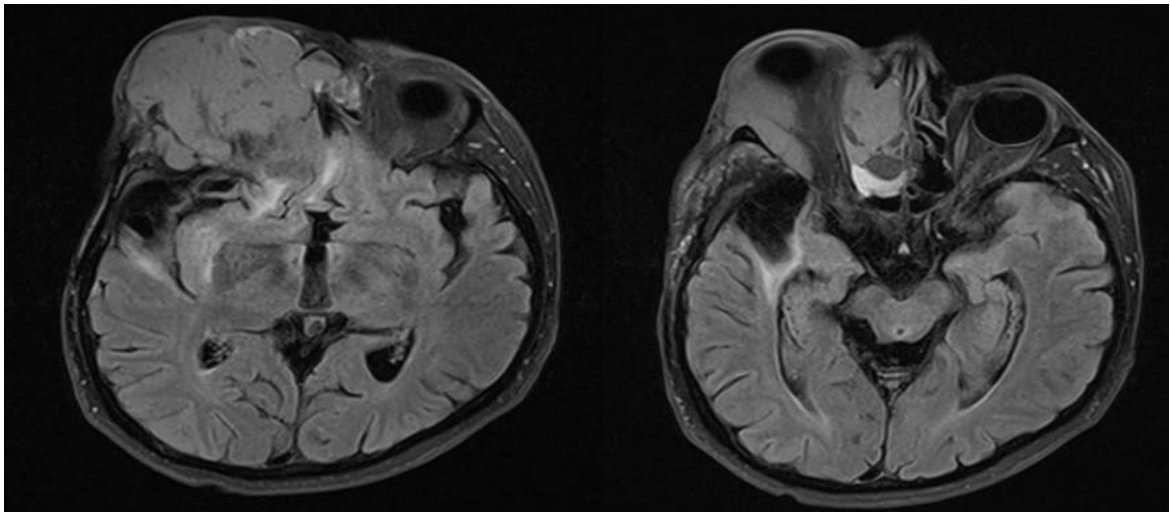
МРТ головного мозга до операции (И/б № 23655/2019). Опухоль в области переднего отдела основания черепа с распространением на мягкие ткани лица правой параорбитальной области и носоглотку
